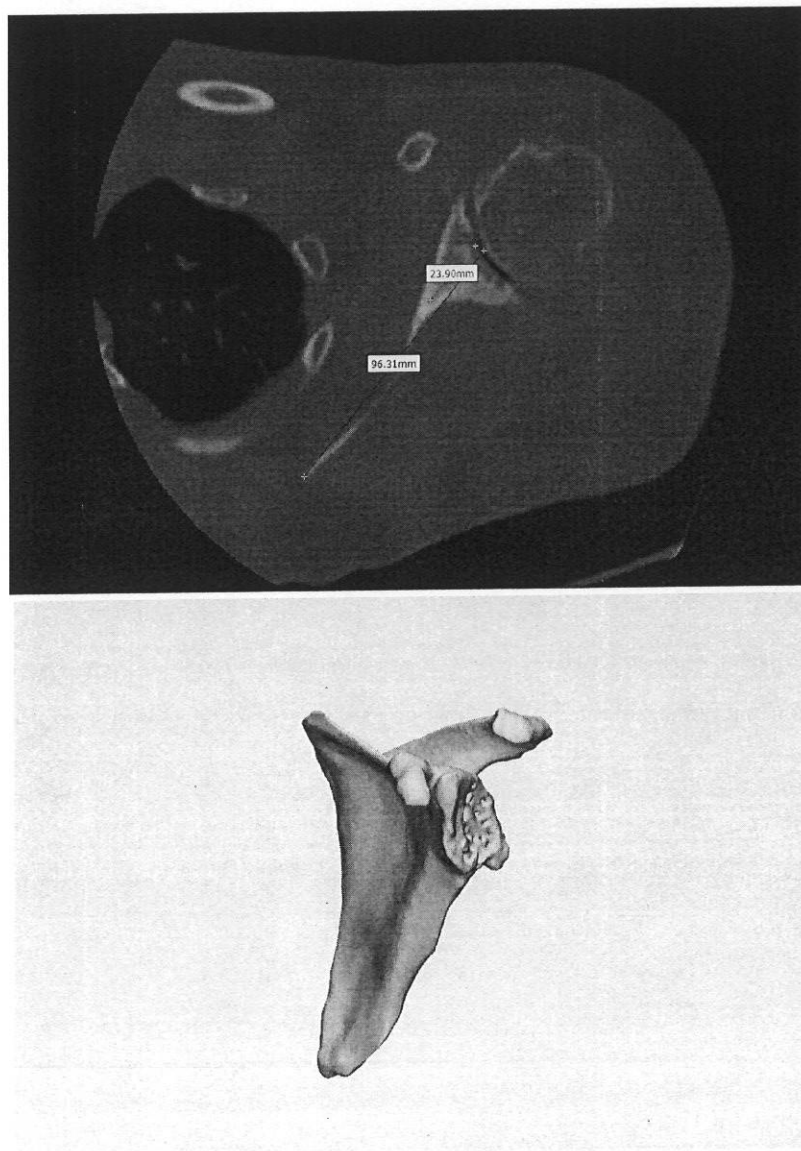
КТ и виртуальная 3D модель плечевого сустава
